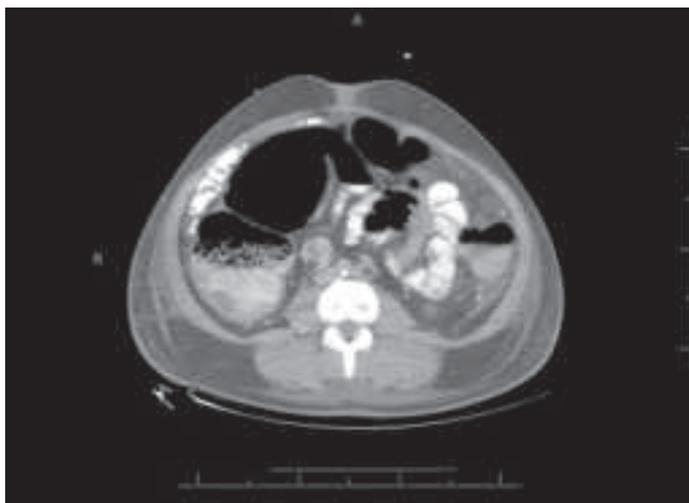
Tomografia computadorizada mostrando dilatação colônica em paciente com Síndrome de Ogilvie.
